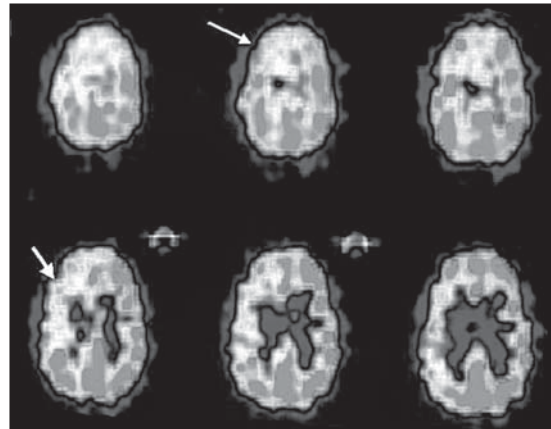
Estudio de SPECT cerebral, en el que se observa una hipoperfusión frontal derecha (flecha).
